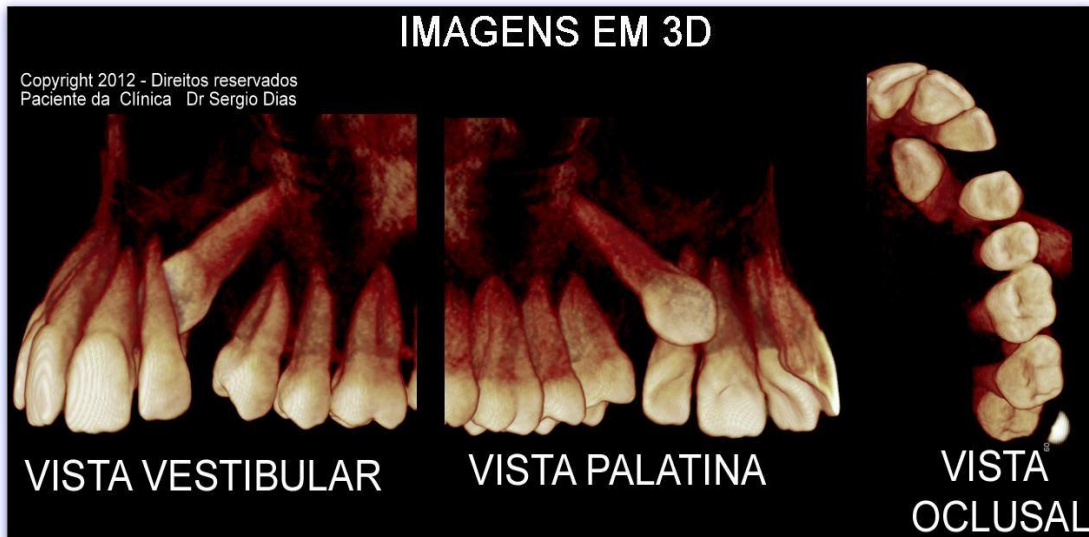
Tomografia de canino incluído.
